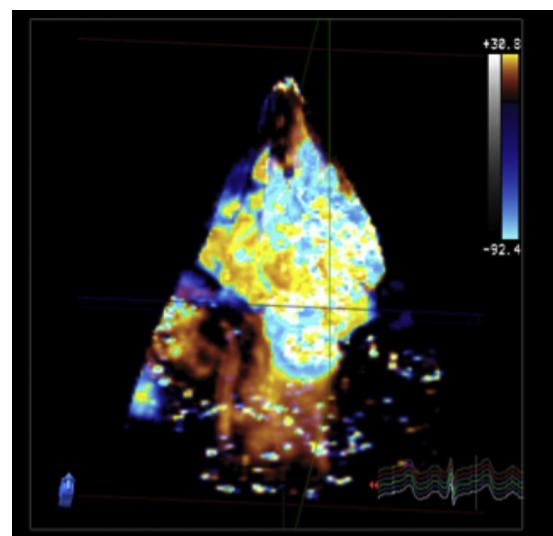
Doppler tridimensional colorido da valva mitral.
